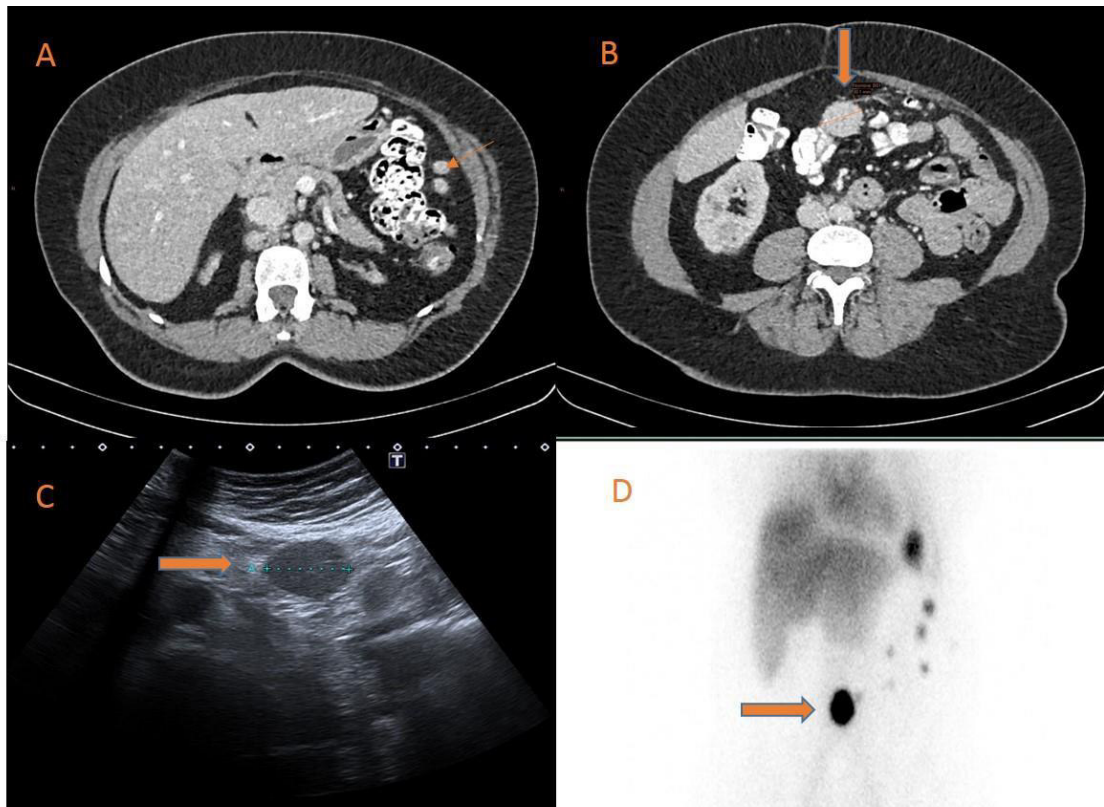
A y B. TC con civ donde se evidencian varios implantes de tejido esplénico tanto en peritoneo adyacente a ángulo esplénico del colon (flecha fina), como a nivel umbilical (flecha gruesa).
